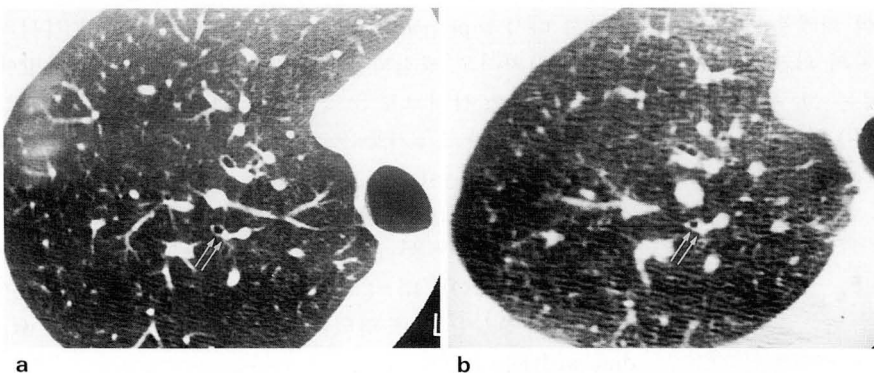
Inspiration(a) and expiration(b) HRCT of upper lung in a normal adult volunteer. Marked decrease in bronchial diameter at expiration is noted(arrows). The bronchus-artery ratio changed from 1.14 (full inspiration) to 0.69(full expiration).
